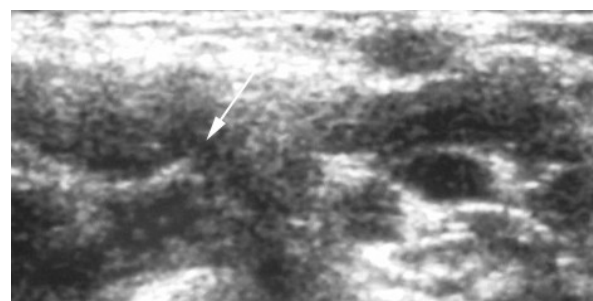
reconstruction multiplanaire en vue sagittale. Les tubercules antérieurs et postérieurs de C₅ et C₆ sont bien individualisés (flèches) et prennent une forme en « U ». Au niveau de C₇ le tubercule antérieur est absent (tête de flèche) tandis qu'il existe une proéminence du tubercule postérieur (*). Coupe axiale échographique.
